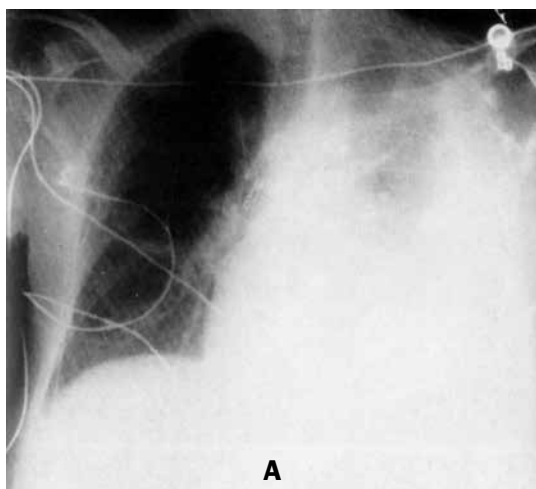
Рентгенограммы органов грудной клетки больного с ПГ (по Р. А. Lipsett et al., 1998 [8]): а) до лечения (слева подключичный катетер); б) через неделю после диагностической и лечебной пункции плевральной полости (количество жидкости значительно уменьшилось).
